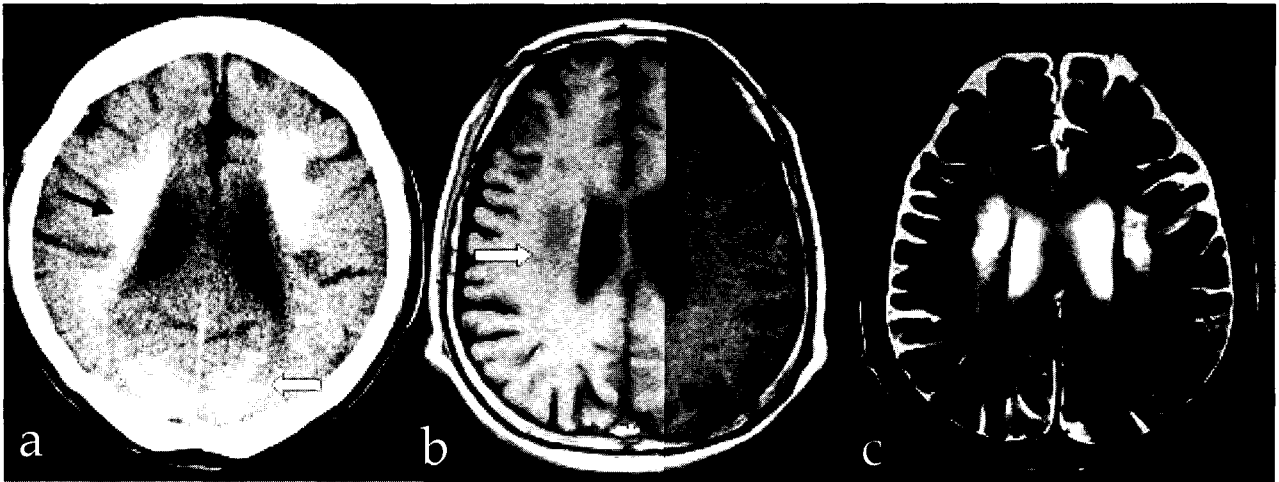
a. CT scan shows bilateral symmetrical dense calcification in the periventricular white matter (black arrow) and occipital lobe (white arrow). b. c. On MRI, right periventricular white matter calcification shows low signal in the T1W (white arrow) and high signal in the T2W (black arrow). Left periventricular white matter calcification shows iso signal in the T1W (black arrow) and high signal in the T2W. † T1 weighted image ‡ T2 weighted image
